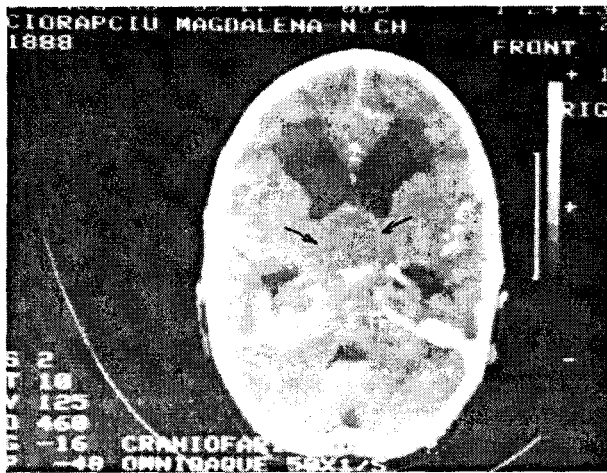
CT-scan: tumoră hiperdensă de regiune selară cu invadarea ventriculului III și comprimarea ventriculilor laterali (CRF).
